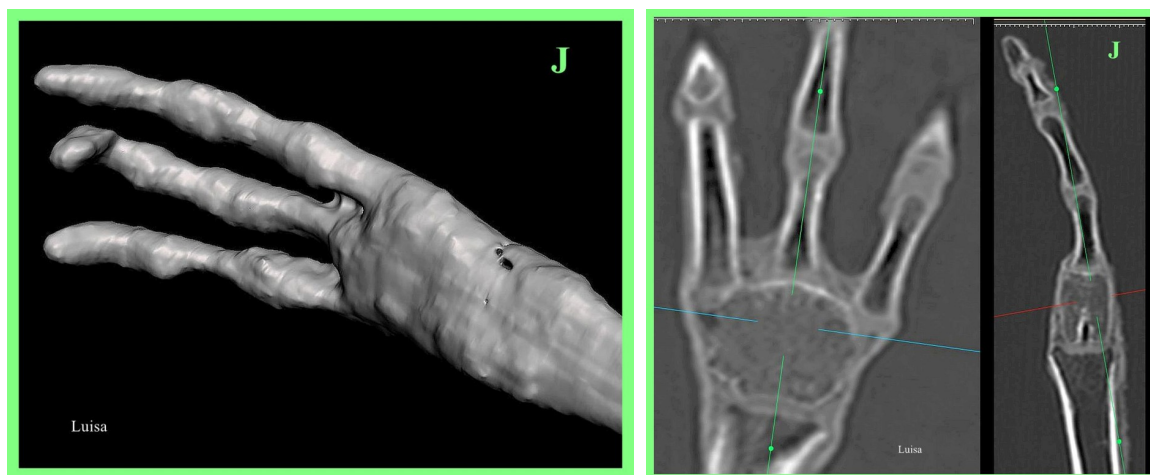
TC 3D de la mano izquierda de 'Luisa' (imagen izquierda) que muestra dedos tridáctilos con 4 segmentos separados. Nótese el área carpiana plana y rígida. Las TC 2D (imagen derecha) muestran presencia de un único hueso carpiano poligonal en forma de losa con alineación simétrica de los dedos.
